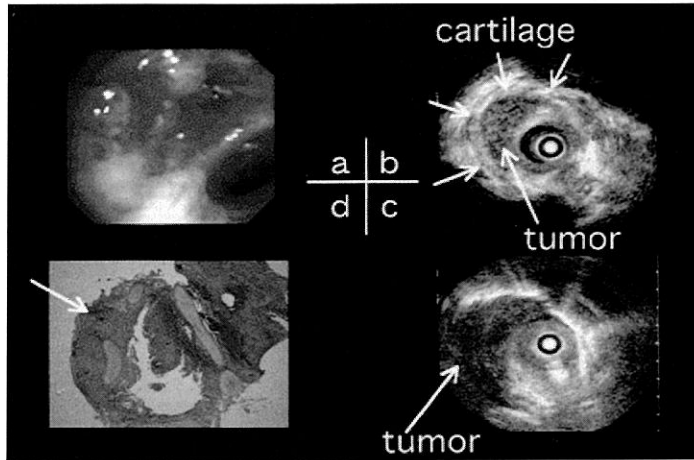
Bronchoscopic Ultrasonographic finding of Lung Cancer.
